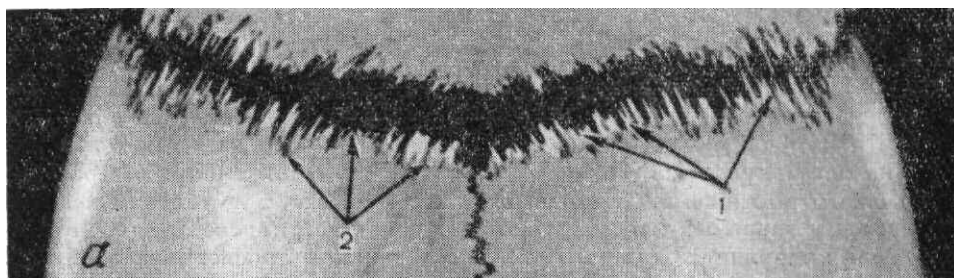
Фотография (а) и рентгенограмма (б) мацерированной крыши черепа. Отчетливо выявляются: 1 - зубцы диплоического вещества; 2 — зубцы наружной пластинки венечного шва.
